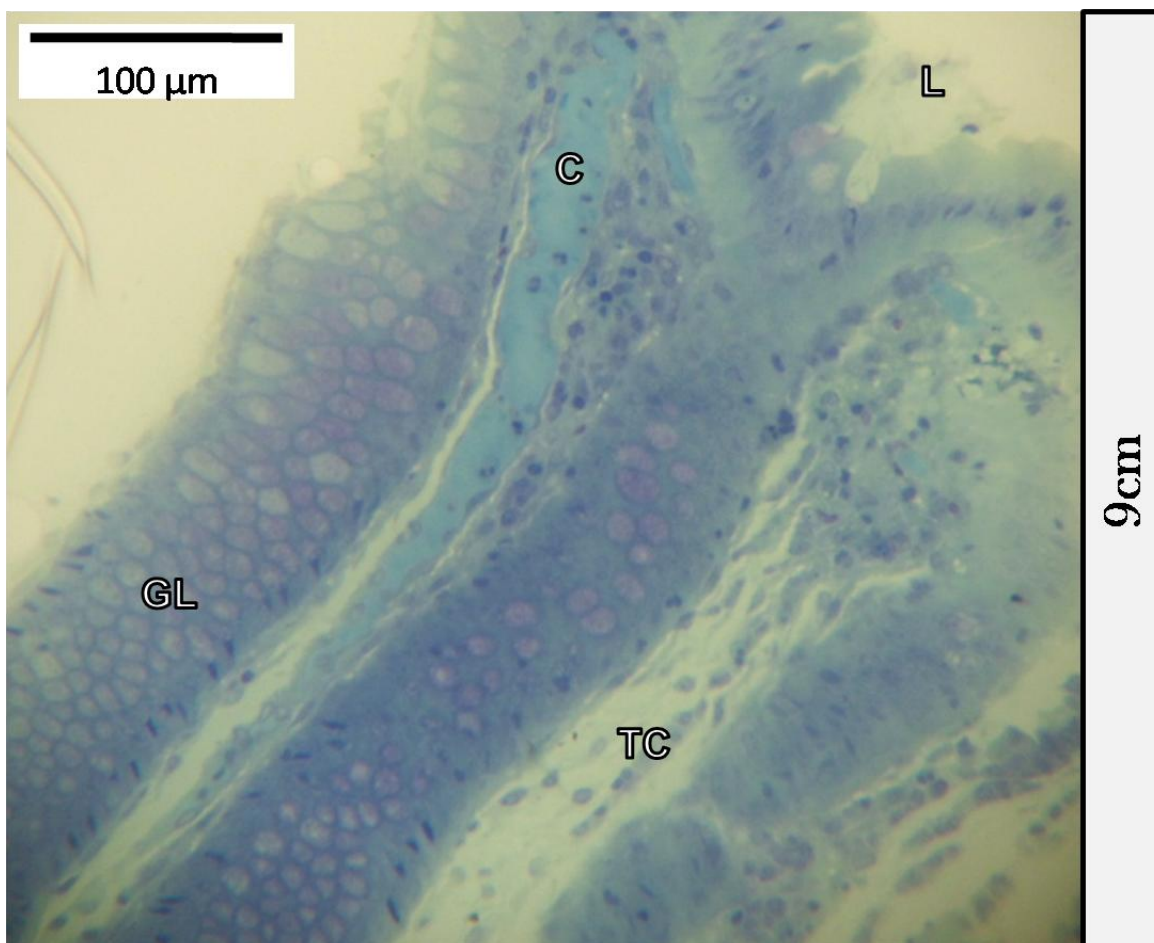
Corte longitudinal de la mucosa de colon a 9 cm del borde tumoral de paciente tratado. Glándulas de Lieberkuhn (GL). Tejido conectivo (TC). Capilar (C). Luz del intestino (L).
